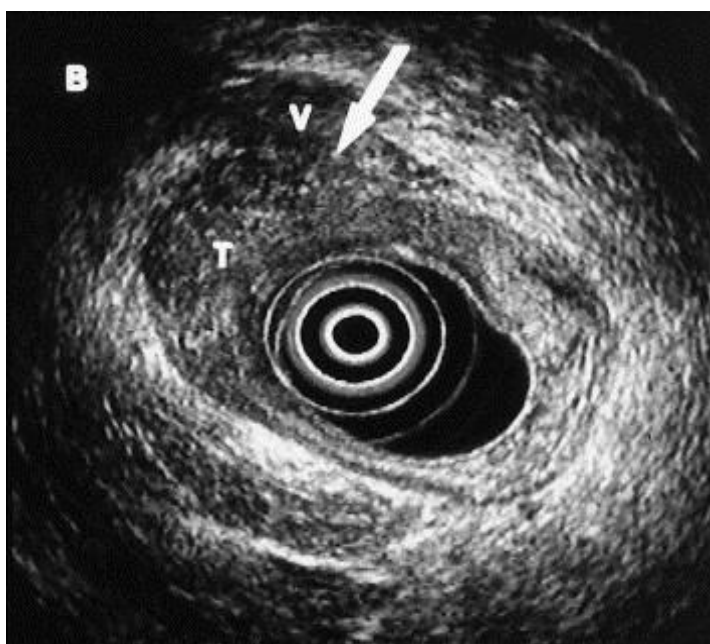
Échographie endorectale : stade uT4. [57]
